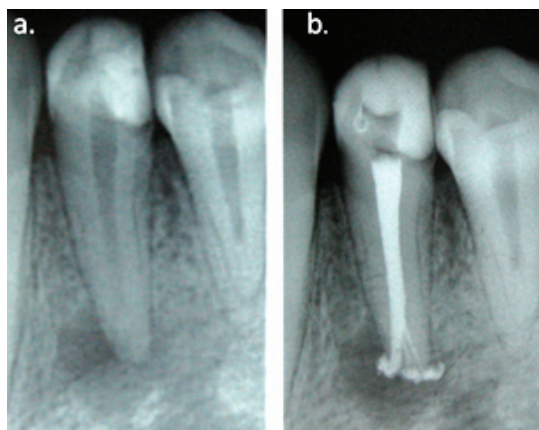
a. Radiografia pré-operatória do elemento 34. b. Radiografia pós-operatória evidenciando a presença de canais acessórios apicais em canais obturados pela técnica híbrida de Tagger.
